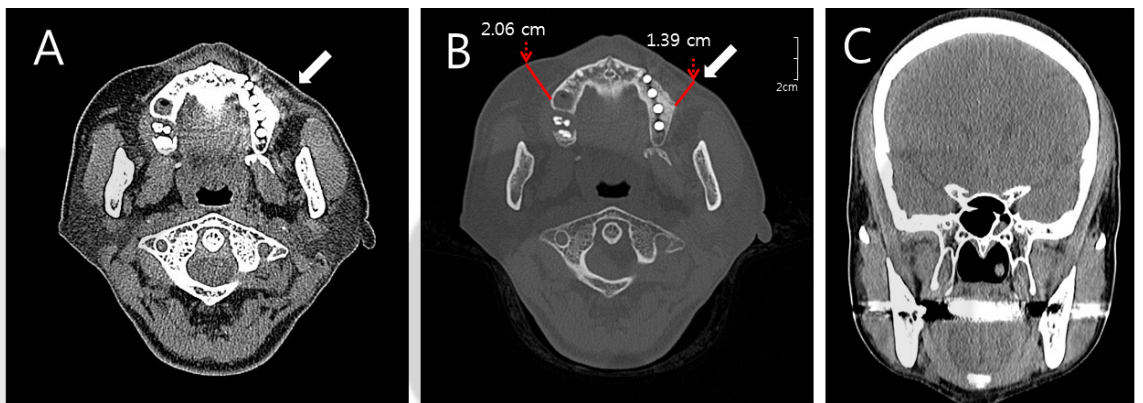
Computed tomography (axial view): (A) soft tissue setting, (B) bone setting, coronal view, (C) soft tissue setting. Compared with the right side, a significant decrease of buccal fat pad was observed on the left side (white arrows).
